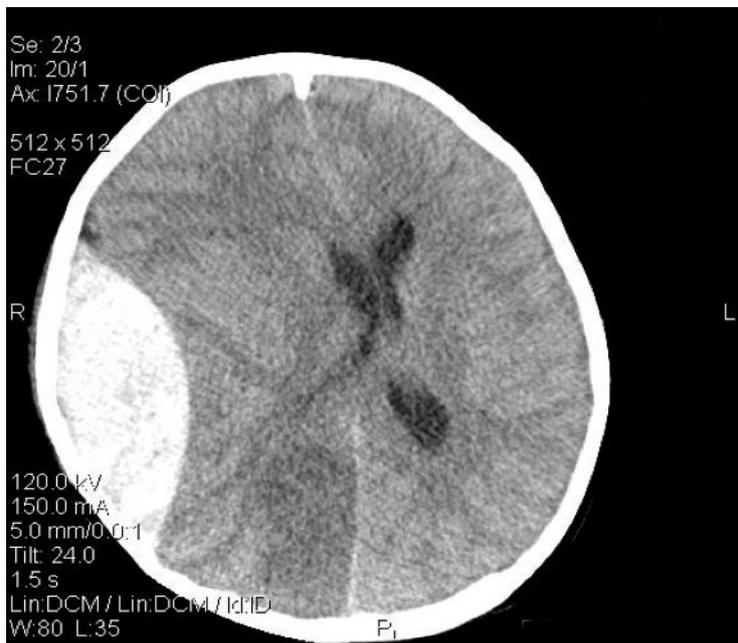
TAC de cráneo simple en corte axial mostrando hematoma epidural fronto-temporal derecho a nivel de ganglios basales con desplazamiento de la línea media.
